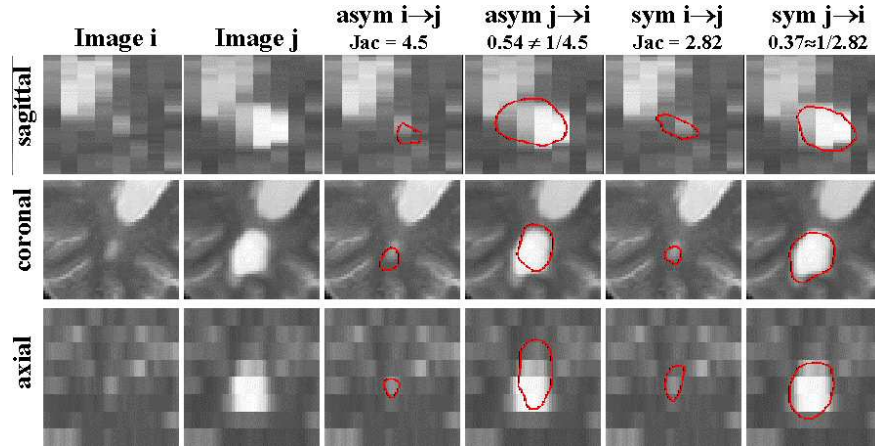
Les jacobiens des transformations directe et inverse ne sont pas inverses l'un de l'autre en recalant les images avec une énergie asymétrique. Ils le deviennent en utilisant une énergie symétrique. De plus la segmentation obtenue (on visualise ici certains isocontours du jacobien de la déformation) semble mieux correspondre à la réalité des lésions évolutives de sclérose en plaques dans des IRM cérébrales.
